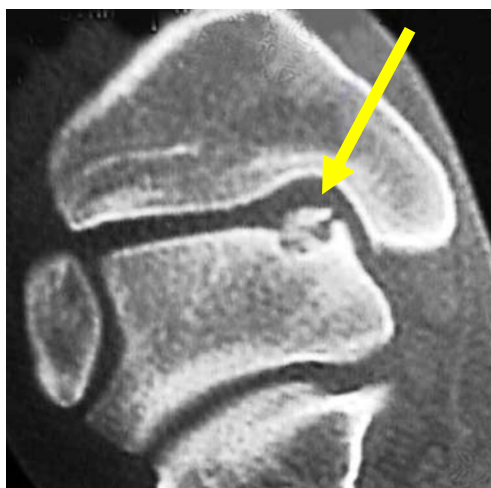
Lesión del cartílago articular en el astrágalo (RM). El astrágalo es el hueso del pie que articula con la tibia y el peroné formando el tobillo. La flecha marca la lesión del cartílago y hueso en el astrágalo consecuencia de un esguince.
